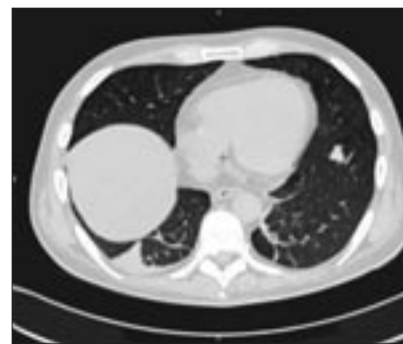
Компьютерная томография легких, без контрастного усиления, в аксиальной проекции. Периферический типичный карциноид легкого, нативное КТ-изображение
